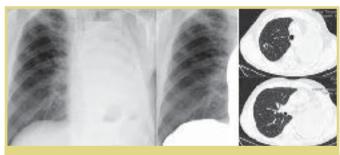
Рентгенограмма, абрис правого легкого и КТ ОГК больного Р. спустя 1 мес после операции; видно полостное образование в верхней доле правого единственного легкого
